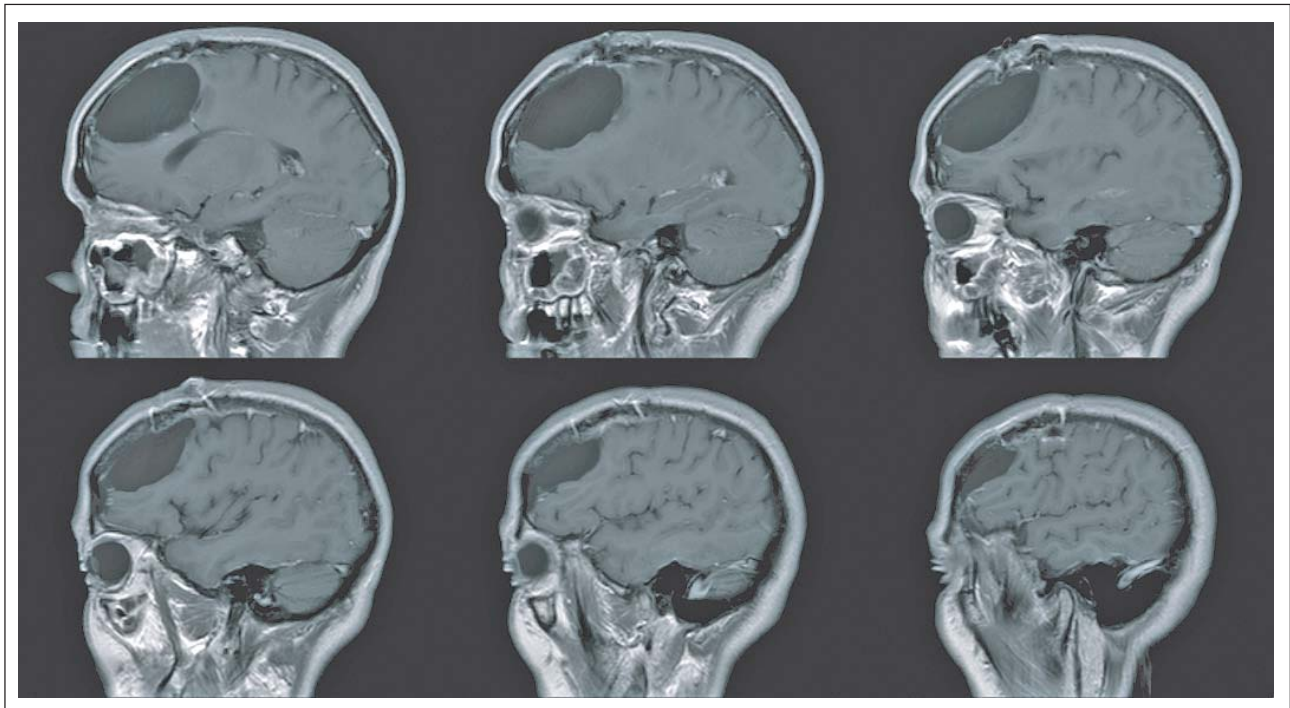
Schädel-MRT, T1, sagittal: Follow-up-Befund der vor 6 Monaten gefensternten, wandresezierten Zyste mit deutlicher Volumenabnahme ohne raumfordernden Effekt.
